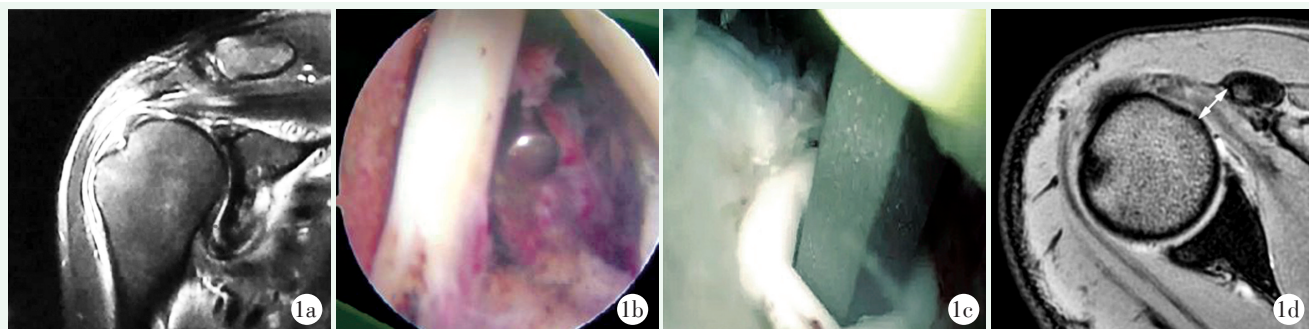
患者,男,65岁,右侧肩袖损伤合并LHBt断裂,采用挤压固定。1a:术前MRI示肩袖损伤合并LHBt断裂;1b:术中镜下见LHBt部分断裂,充血严重;1c:术中以界面螺钉挤压固定LHBt;1d:术后1年MRI示CHD、CO恢复正常。
